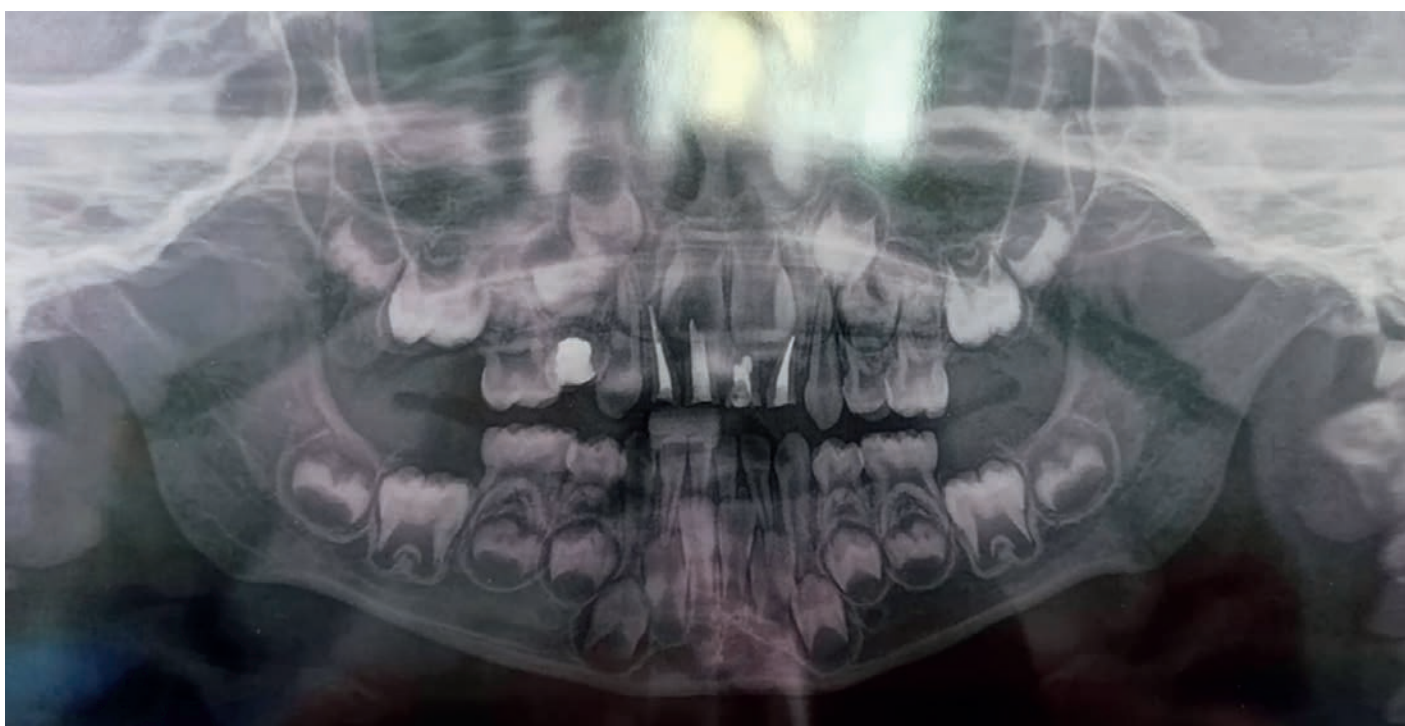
Ортопантомограмма пациента Н. Сужение резцового отдела верхней челюсти, конвергенция корней постоянных резцов, дефицит места для прорезывания постоянных клыков
